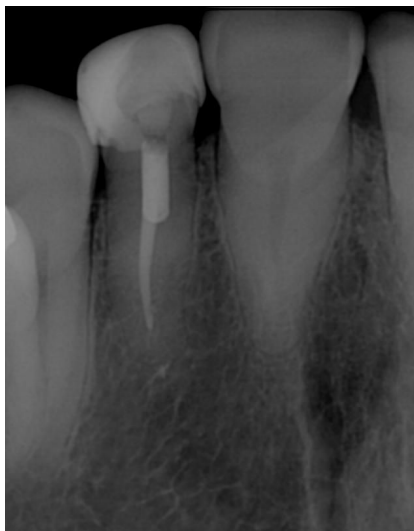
Radiografia periapical, após 1 ano de controle
